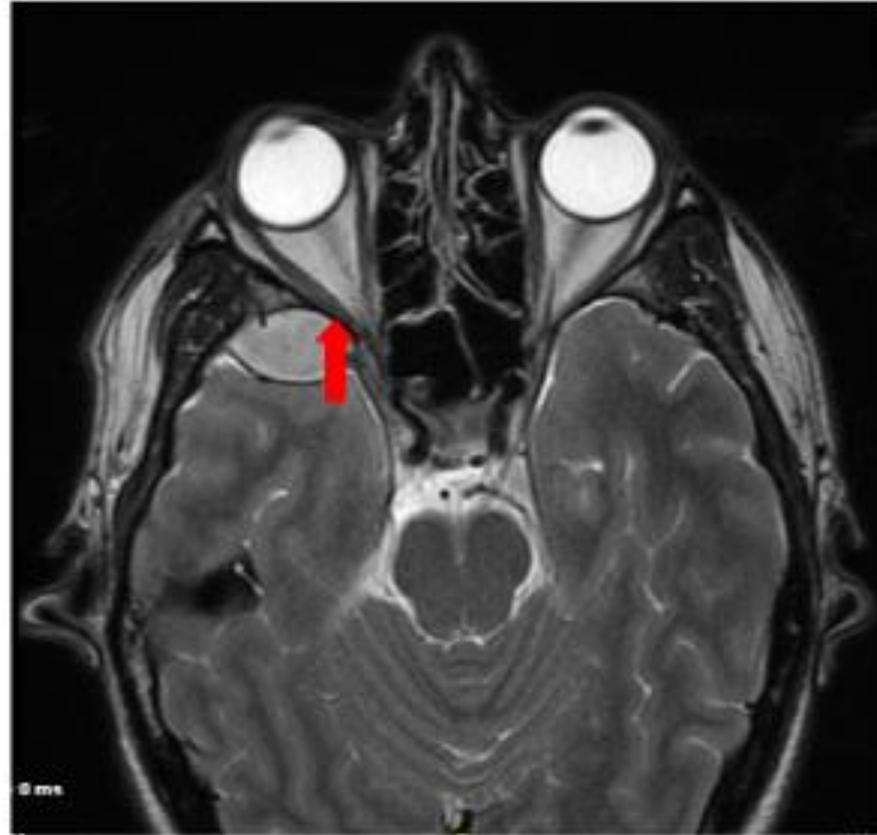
RM. Hematoma epidural temporal derecho.
